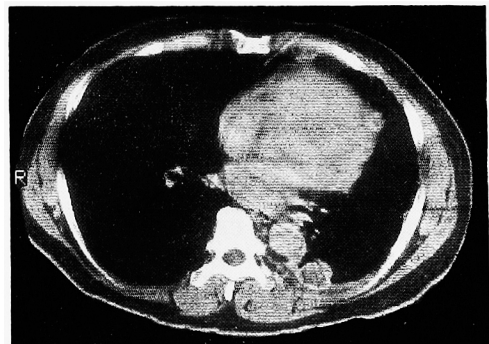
左胸膜に再び再発した時の CT.
